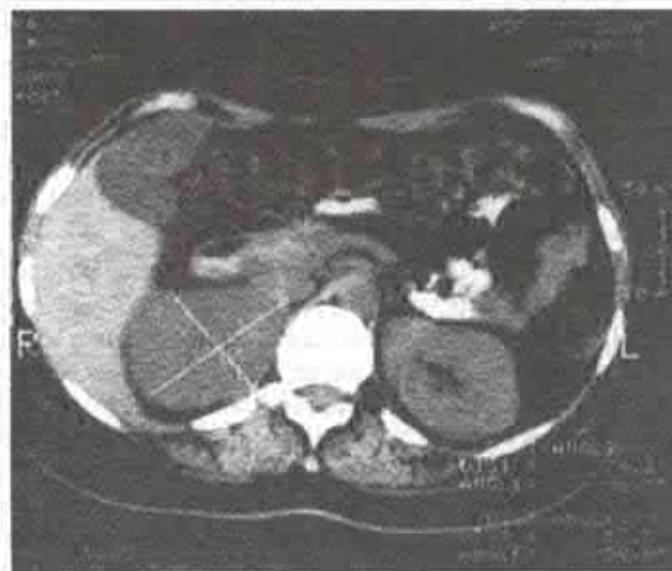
Tomografie computerizată. Tumoră a suprarenalei drepte (cas clinic propriu).
